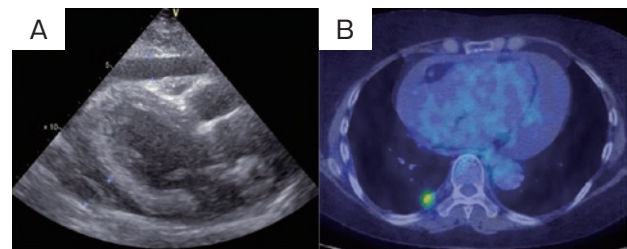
来院時画像所見。(A)心臓超音波検査。全周性に心嚢水貯留を認めた。(B)PET-CT。心嚢水貯留を認めたが,心膜にFDG集積は認めなかった。
